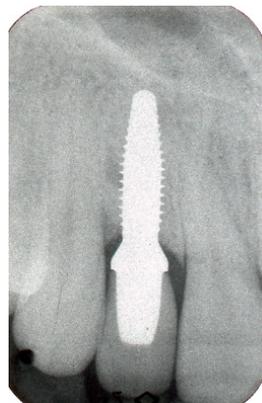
Röntgenaufnahme bei der 1-Jahres-Nachuntersuchung.
